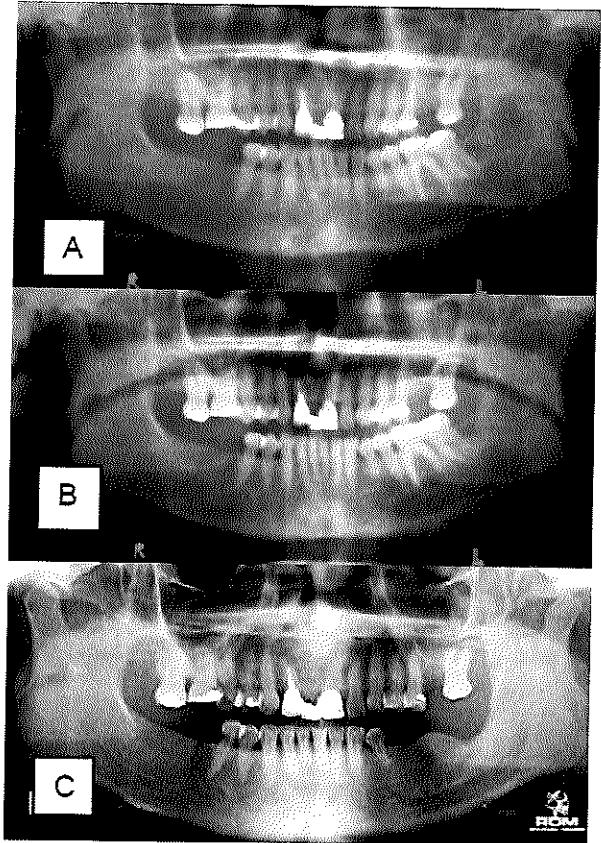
Ortopantomografías: 2015 (A) 2016 (B) 2018 (C)
